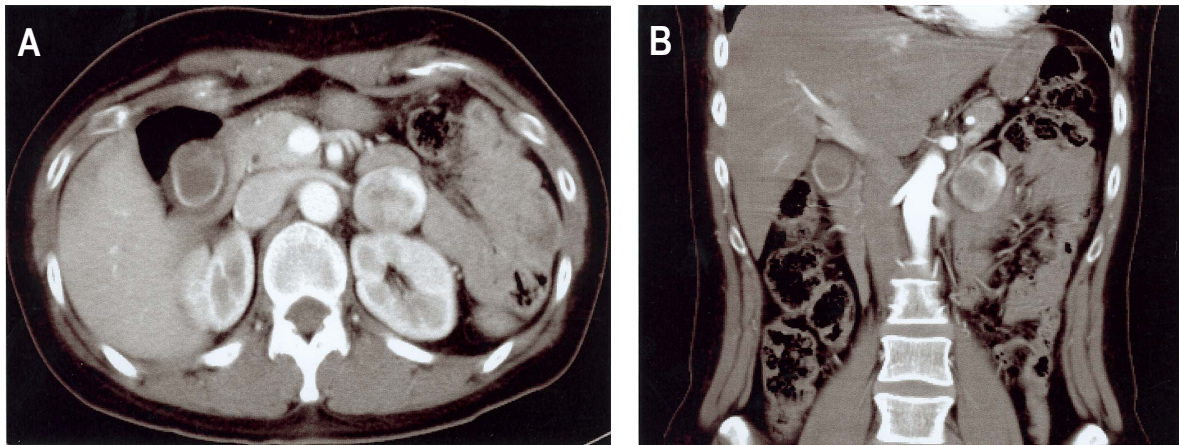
Computed tomography revealed a well-circumscribed round mass in the left adrenal gland. (A: cross section, B: coronal section)
